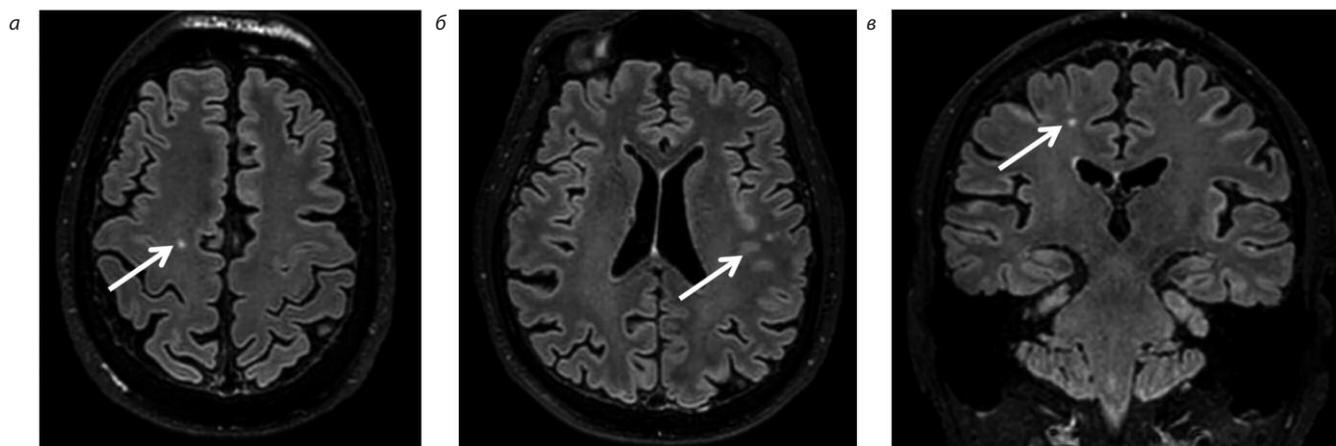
Магнитно-резонансная томограмма головного мозга пациента: а, б – аксиальный срез, в – коронарный срез. В белом веществе лобных и теменных долей обоих полушарий определяются единичные очаги субкортикальной и перивентрикулярной локализации размерами 0,2–0,35 см повышенного сигнала на T2 и FLAIR, изо-гипоинтенсивного на T1-ВИ, без признаков перифокального отека.
